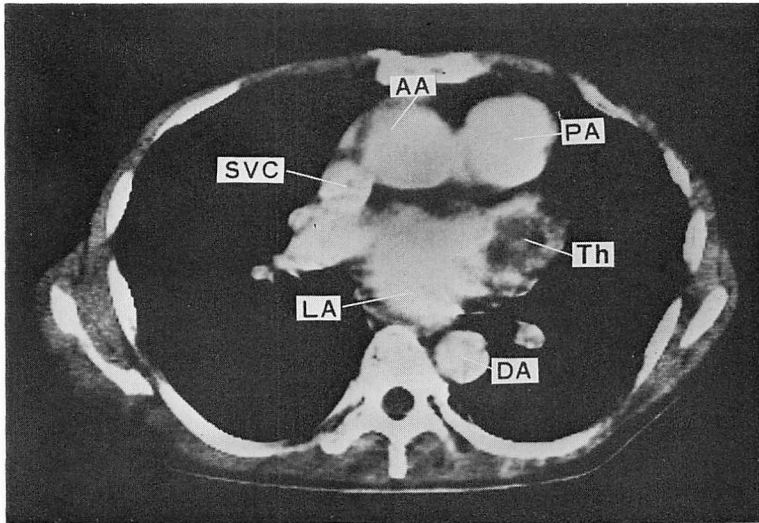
X-ray CT image of a left atrial thrombus in mitral valve stenosis and insufficiency showing a thrombus of heterogeneous quality.
